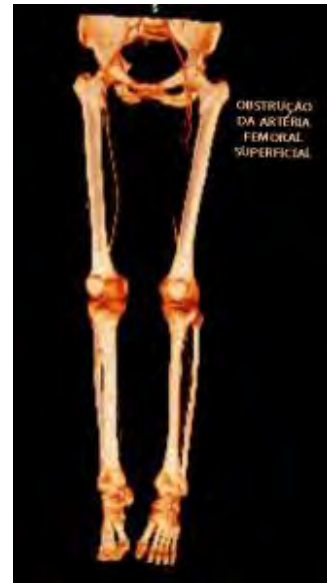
Reconstrução de Angio-TC mostrando obstrução da artéria femoral superficial à esquerda. Fonte: ^[7]
